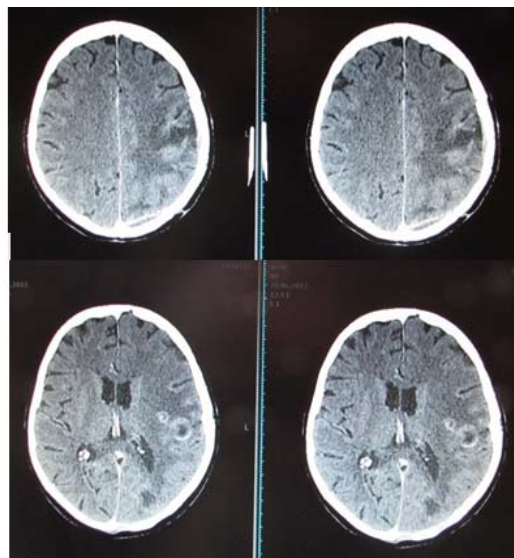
КТ через 9 дней после операции. Состояние после тотального удаления опухоли в затылочной области. Продолженный рост опухоли в теменной области медиально
